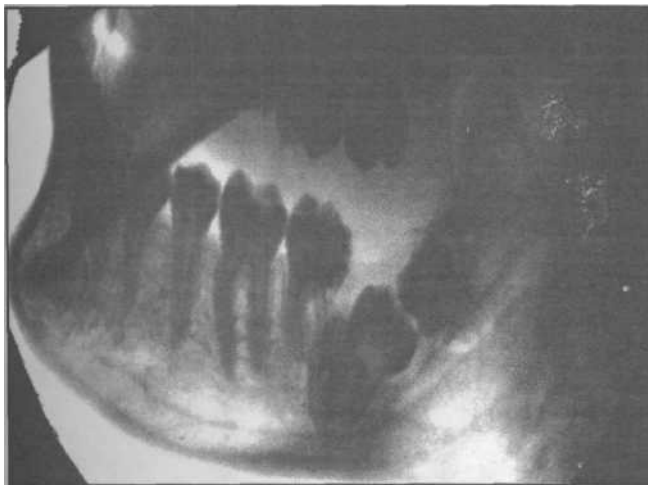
Боковая рентгенограмма нижней челюсти. Имеется сверхкомплектный зуб.
